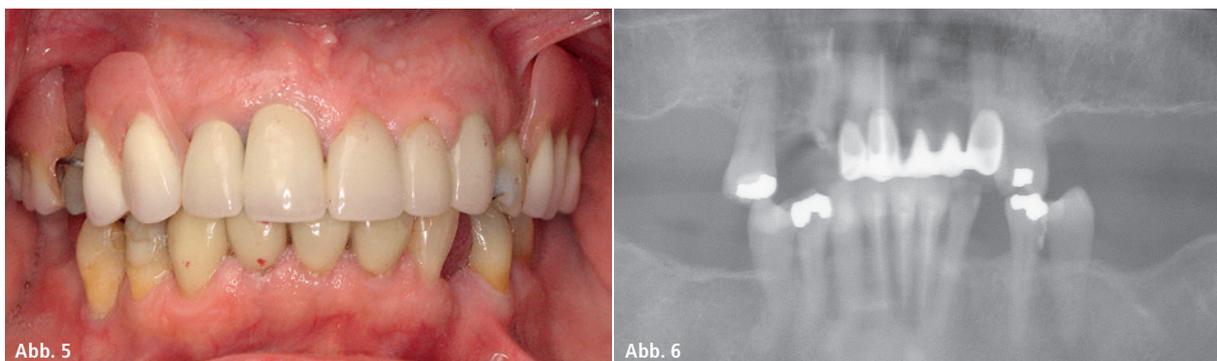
Frontaler Blick auf die positionierte Teilprothese. – Abb. 6: Präoperative panoramische Röntgenaufnahme.
